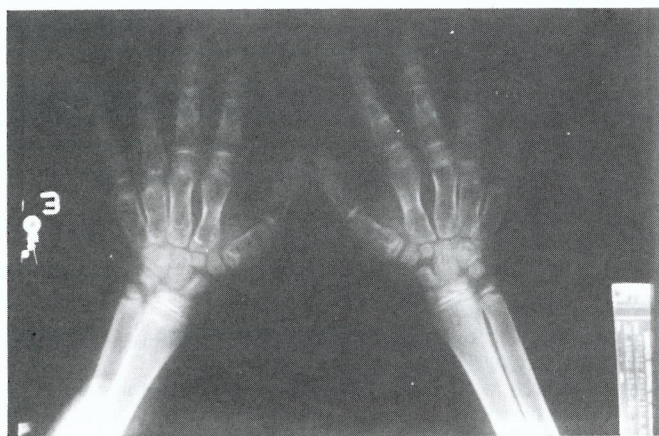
Radiografia das mãos. Evidente o encurtamento dos metacarpos (1.º, 4.º, 5.º), fusão de algumas epífises e últimas falanges de pequenas dimensões.
